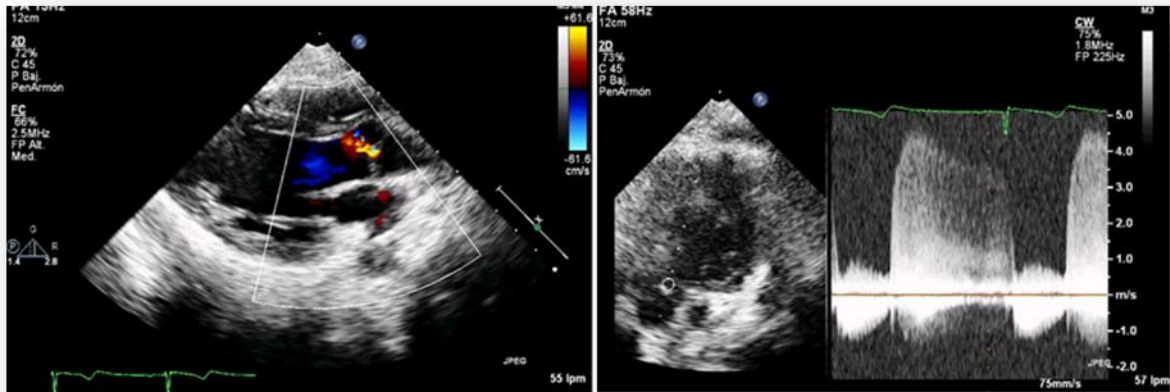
ECOTT. Izquierda: Eje largo parasternal con Doppler color, donde se evidencia un mosaico por flujo de regurgitación aórtica ligera. Derecha: vista apical cinco cámaras, con Doppler continuo, el cual demuestra el flujo diastólico de la insuficiencia aórtica.
